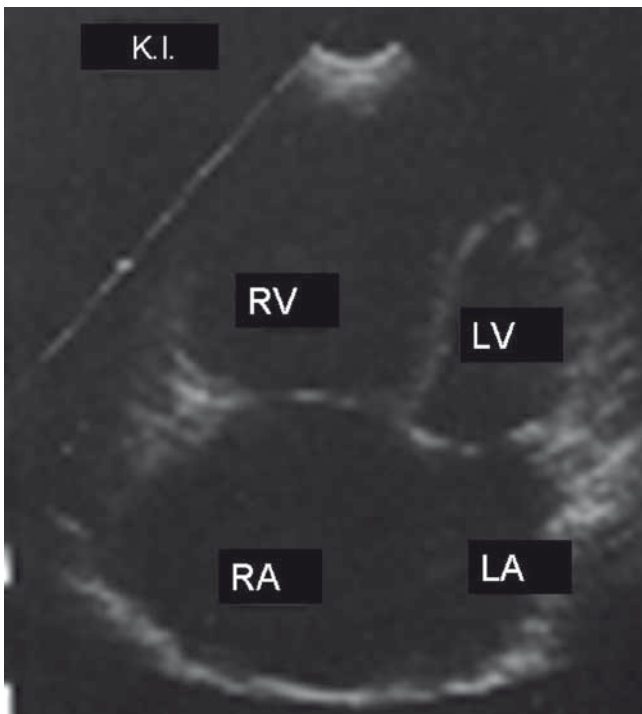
Echokardiografisches Stadium IV (Echo-Stadium IV). Rechter Ventrikel stark dilatiert; er erscheint im Vierkammerblick größer als der linke Ventrikel, wobei das interventrikuläre Septum nach hinten verdrängt ist. Der rechte Vorhof ist ebenfalls stark vergrößert. LA: linker Vorhof; LV: linker Ventrikel; RA: rechter Vorhof; RV: rechter Ventrikel.
